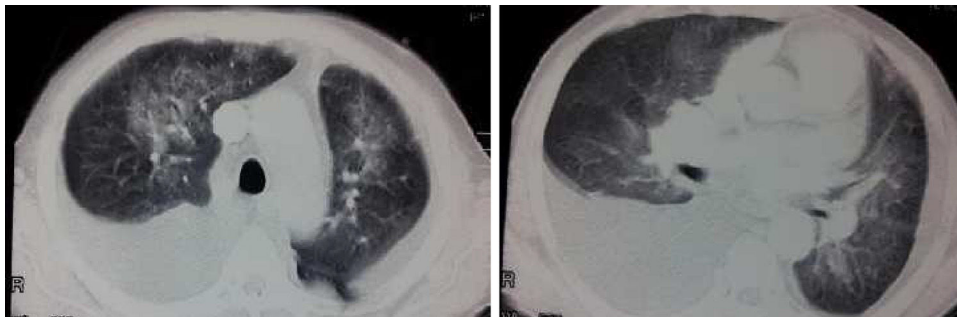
Tomografía axial computarizada torácica del paciente en el momento de la presentación.
